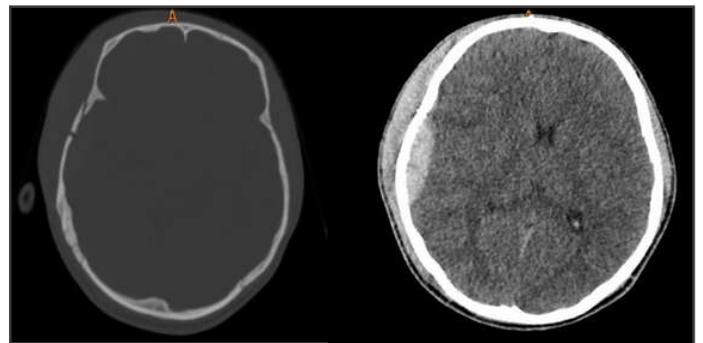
coupe axiale TDM d'un enfant de 14 ans victime d'un AVP montrant une fracture pariéto-temporale droite non déplacée associée à un hématome extra-dural
